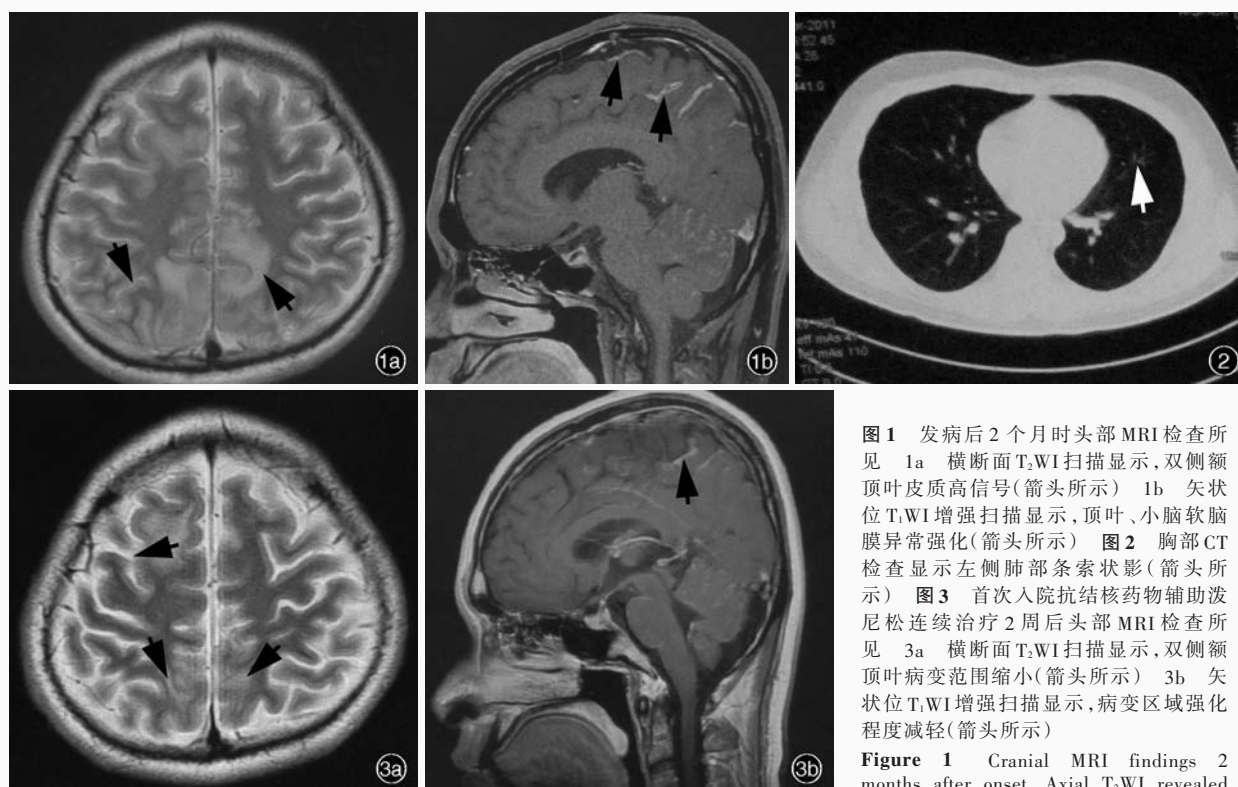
发病后 2 个月时头部 MRI 检查所见 1a 横断面 T₂WI 扫描显示, 双侧额顶叶皮质高信号(箭头所示) 1b 矢状位 T₁WI 增强扫描显示, 顶叶、小脑软脑膜异常强化(箭头所示) 图 2 胸部 CT 检查显示左侧肺部条索状影(箭头所示) 图 3 首次入院抗结核药物辅助泼尼松连续治疗 2 周后头部 MRI 检查所见 3a 横断面 T₂WI 扫描显示, 双侧额顶叶病变范围缩小(箭头所示) 3b 矢状位 T₁WI 增强扫描显示, 病变区域强化程度减轻(箭头所示)
